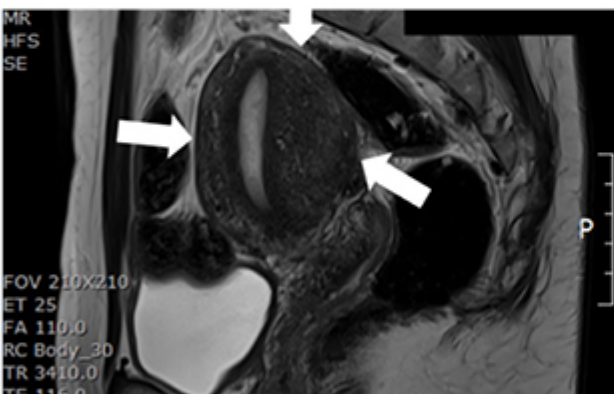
c. MRI T2—adenomyosis—significant difference in the thickness of myometrium
